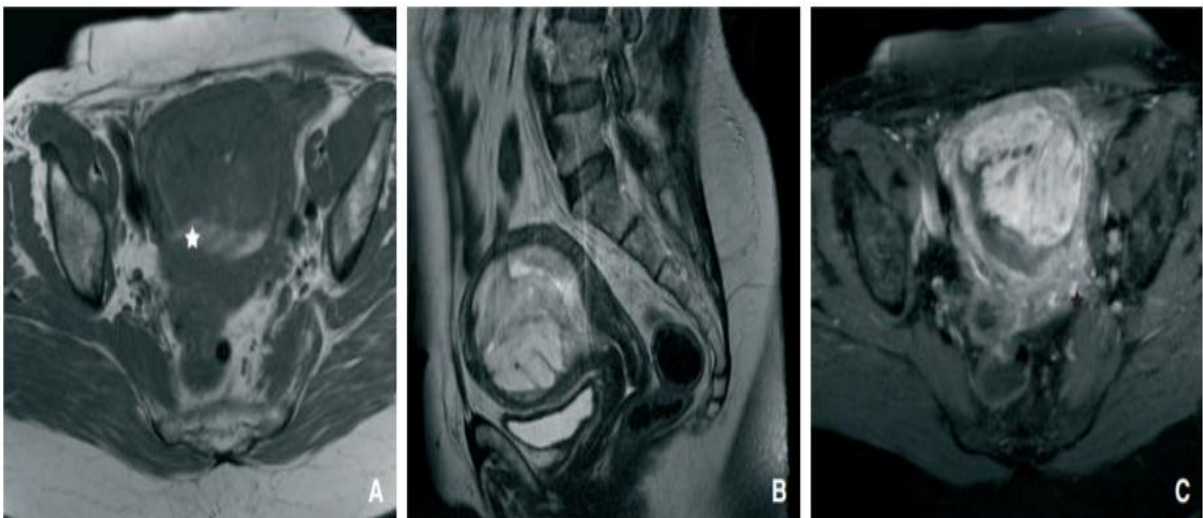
Imagerie d'un sarcome du stroma endométrial de bas grade chez une patiente de 62 ans, séquence IRM en coupe axiale T1 (A), sagittale T2 (B), axiale T1 avec suppression du signal de la graisse et injection de gadolinium (C). Cet examen montre une masse polypoïde endocavitaire à contours irréguliers, présentant des plages en hypersignal T1 (étoile blanche) correspondant à des remaniements hémorragiques, de signal hétérogène en T2 et fortement rehaussée après injection de gadolinium. [158]
